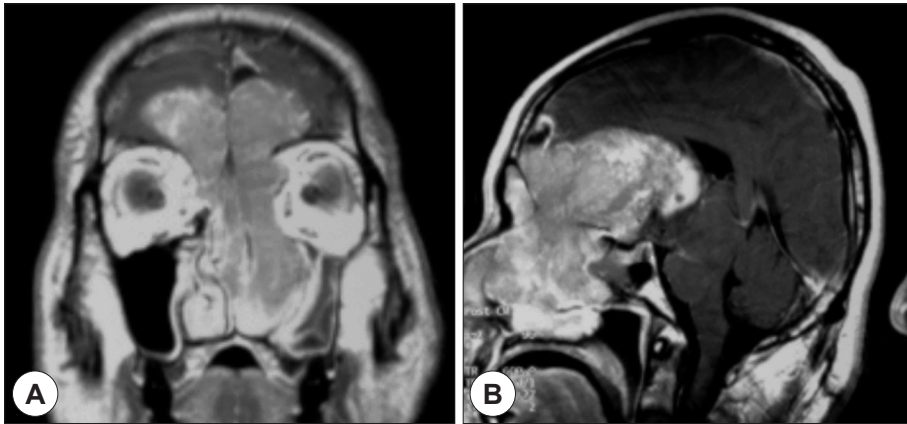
Brain MRI of the patient's first visit at ER. T1-weighted images show extensive lesion involving the anterior cranial cavity, bilateral ethmoid sinus and nasal cavity. A : Coronal. B : Sagittal view.
